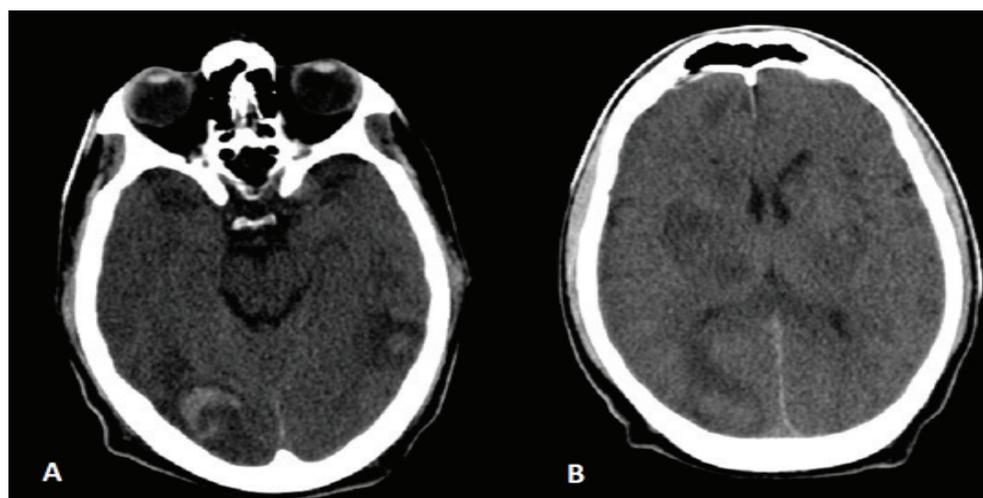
Tomografía computarizada cerebral, corte axial. En la imagen A se evidencian lesiones hiperdensas en ambos lóbulos occipitales. En la imagen B se visualizan lesiones hipodensas bilaterales dos de las cuales con centro hiperdenso.
